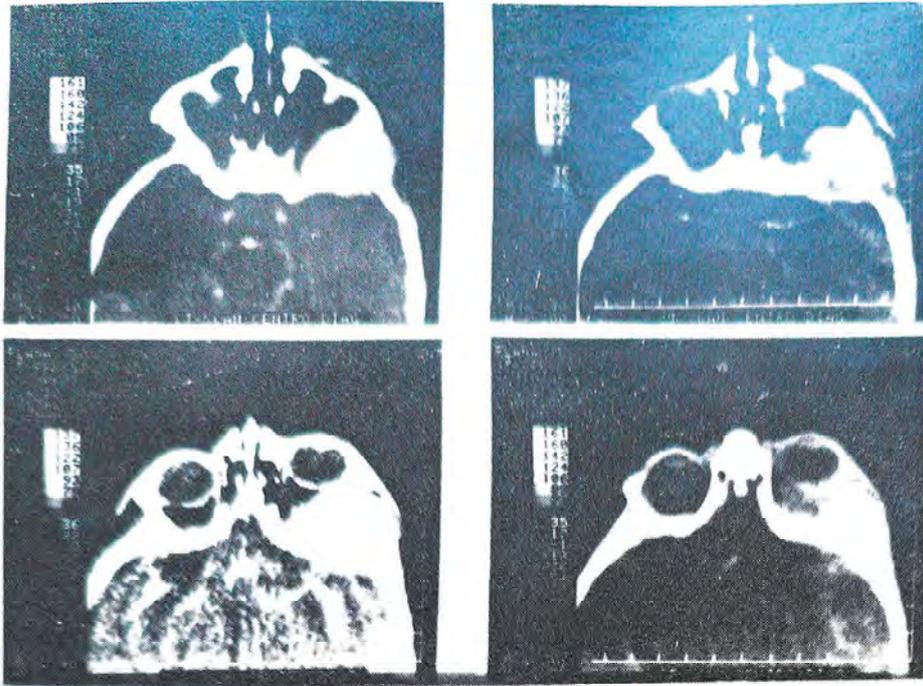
Tomografia computadorizada de tumor metástático (neuroblastoma). Notar exoftalmia unilateral.
